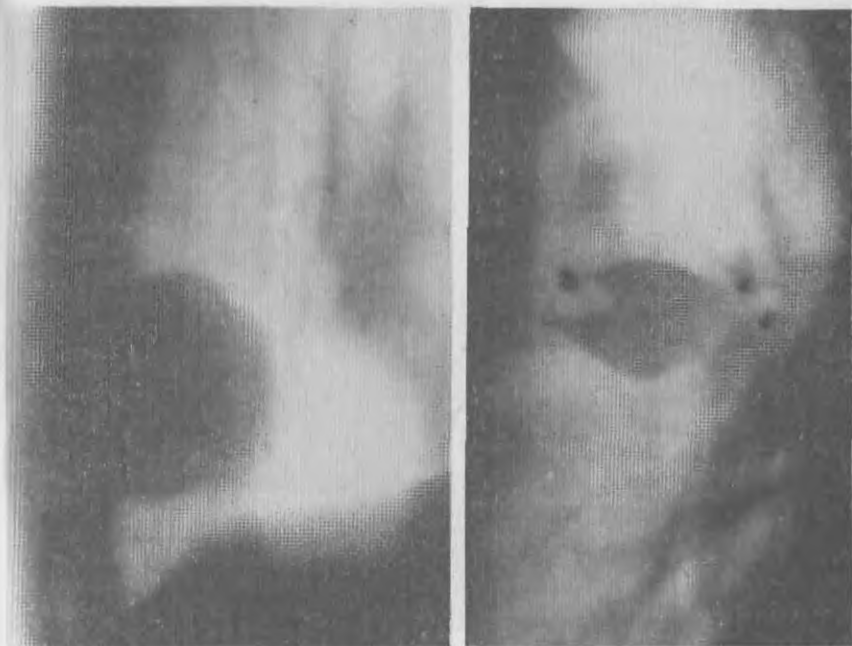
Прямая томограмма больного 59 лет. Шаровидная тень диаметром 2,3 см по четкости контуров не отличима от доброкачественной опухоли. На основании пункционной биопсии установлена аденокарцинома. Операция.
